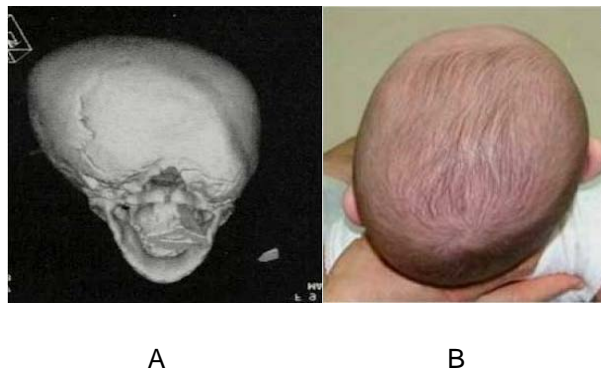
A) TAC de cráneo 3D se puede observar el cierre de la sutura lambdoidea derecha B) Generalmente se distingue el aplastamiento de la parte posterior del cráneo, del lado de la sutura estenosada.
